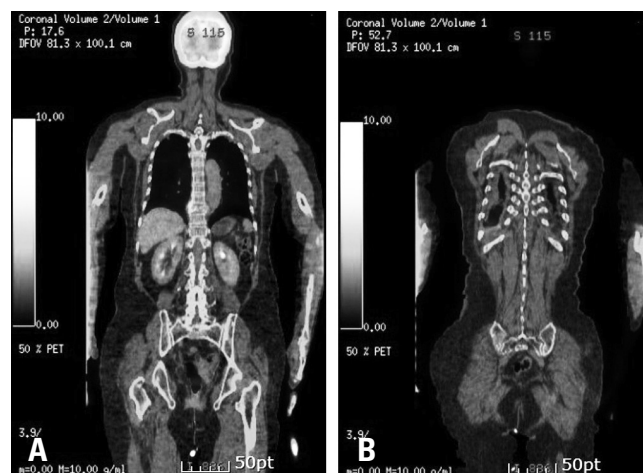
Positron emission tomography computed tomography shows fludeoxyglucose uptake in the T9 vertebra and right iliac bone.
